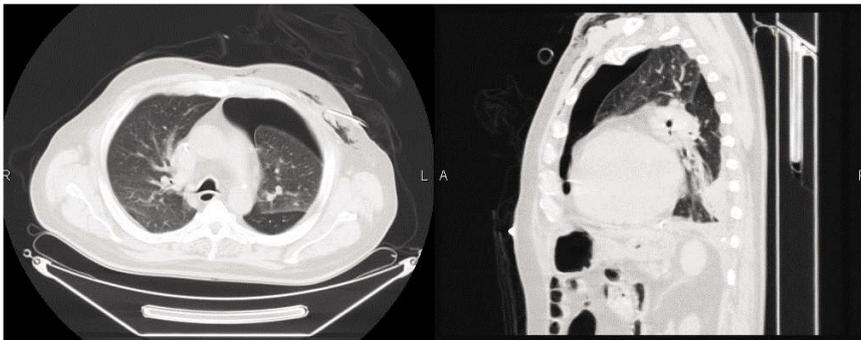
МСКТ органов грудной клетки после развития спонтанного пневмоторакса
